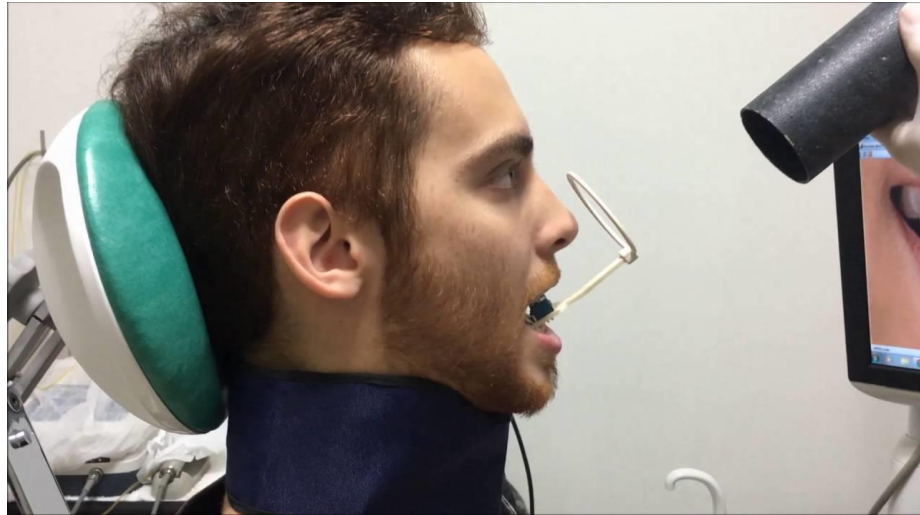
técnica de planos paralelos, tomado radiografía de la zona 1¹³
